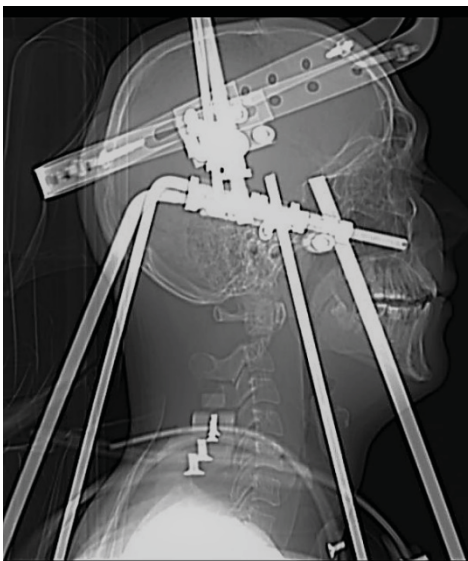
При интраоперационной рентгенографии выявлена частичная репозиция отломка позвонка
